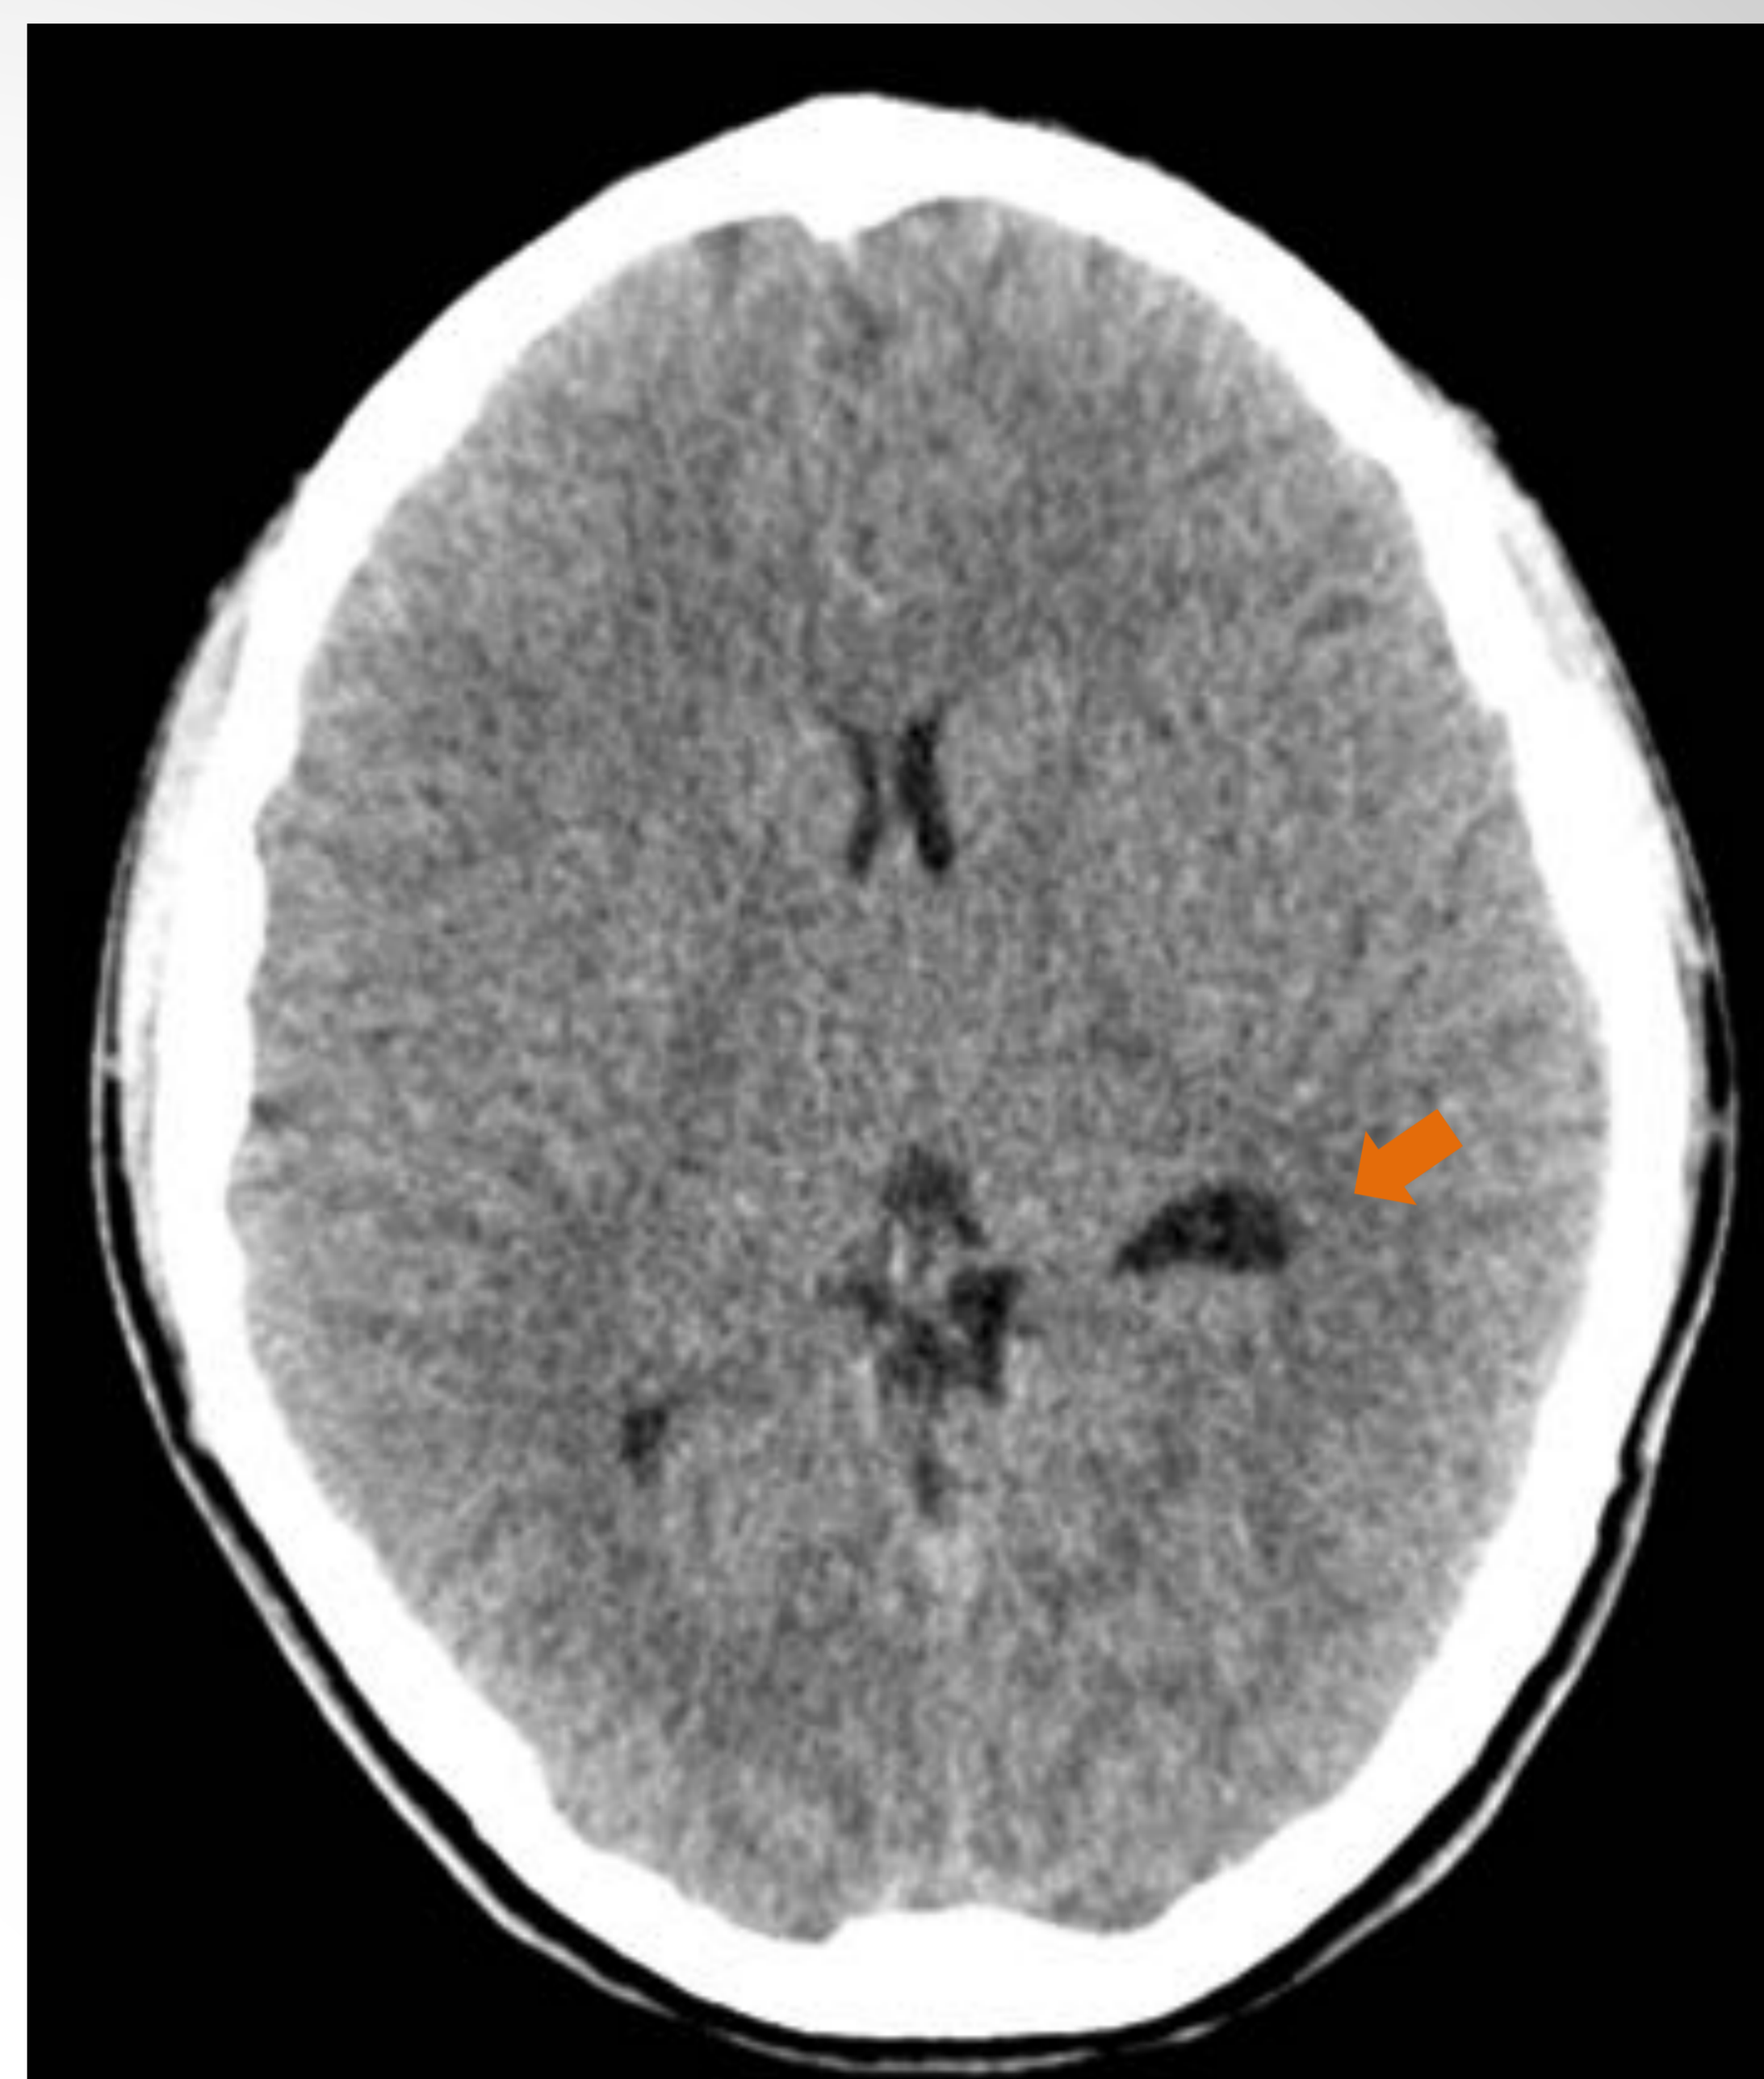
Paciente con cefaleas que han aumentado en frecuencia e intensidad. En la TC sin CIV se observa en tálamo izquierdo, una lesión similar al LCR en relación con un quiste neuroglial (flecha).
